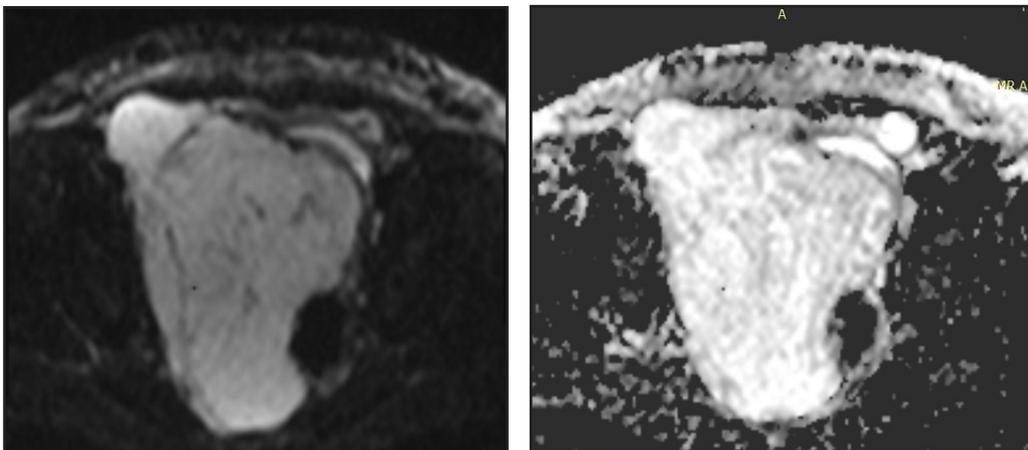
Corte axial de IRM en secuencias de Difusión (izquierda) y ADC (derecha). La señal no se restringe en las secuencias mencionadas, lo que indica la baja celularidad de la masa
